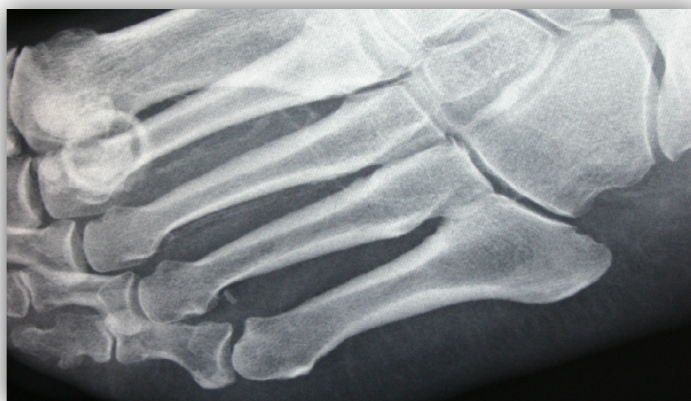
Radiografía simple en proyección AP. Se pueden apreciar calcificaciones arteriales.
